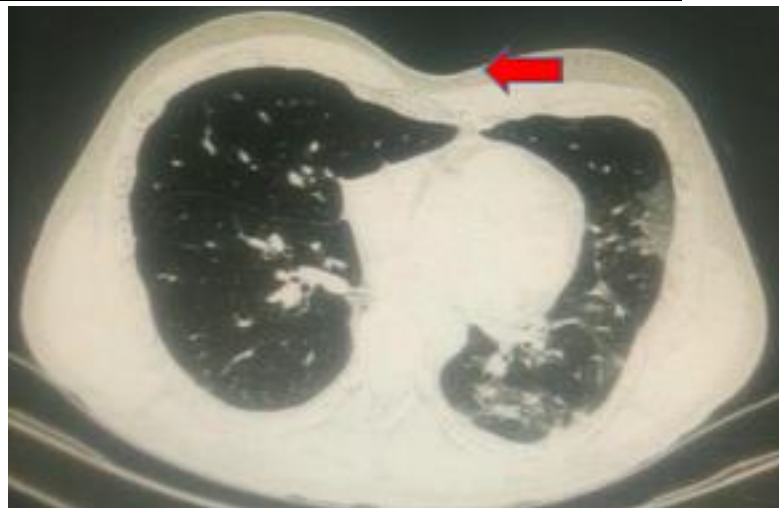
TAC de tórax con ventana pulmonar que evidencia patrón en vidrio deslustrado, característico de neumonía por COVID 19, además se evidencia depresión en región torácica anterior debido a defecto tipo Pectum excavatum (flecha roja).
